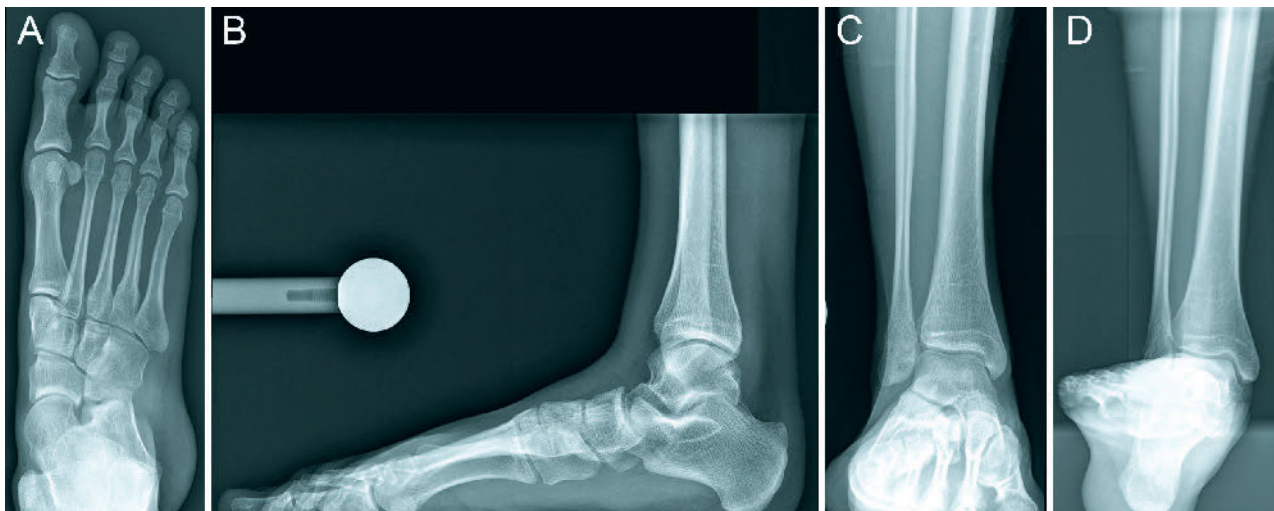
Röntgenbilder Fuß belastet: dorsoposterior (A) und lateral (B) sowie OSG anteroposterior (C) und Saltzman-Aufnahme (D) derselben Patientin wie in Abbildung 3. Man sieht die Deformität nur in den belasteten Aufnahmen!
